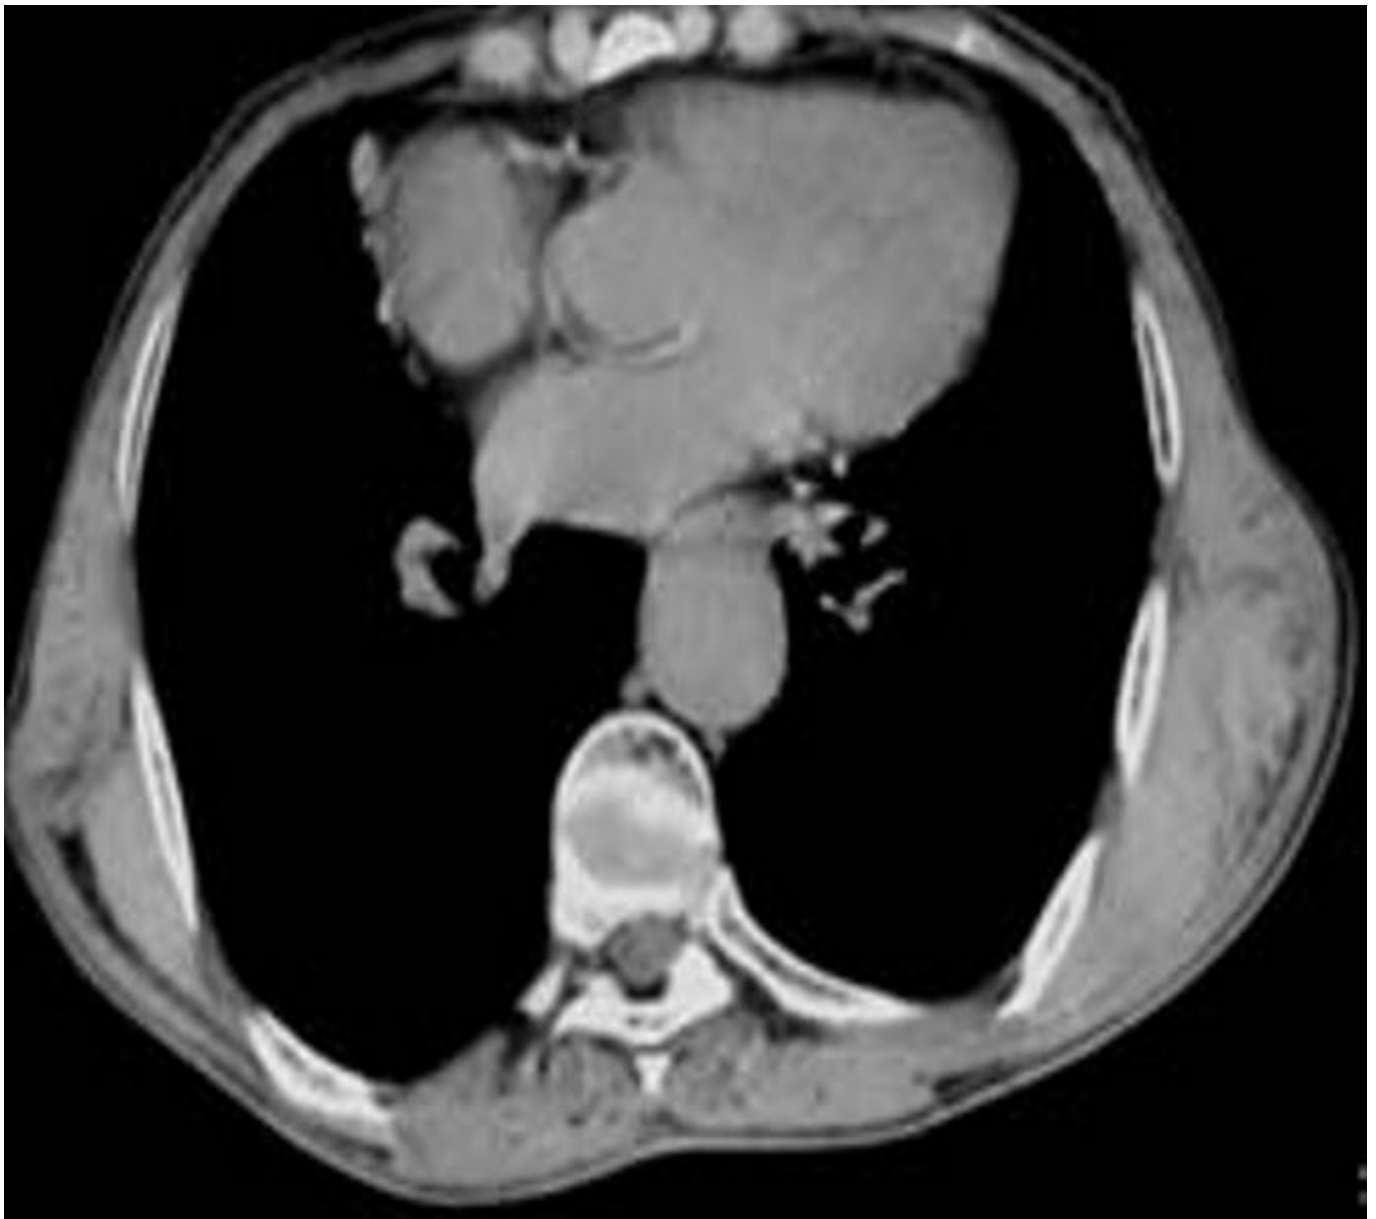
TDM en coupes axiales montrant des masses sous-scapulaires bilatérales plus développées à gauche, isodenses, renfermant des zones hypodenses.
